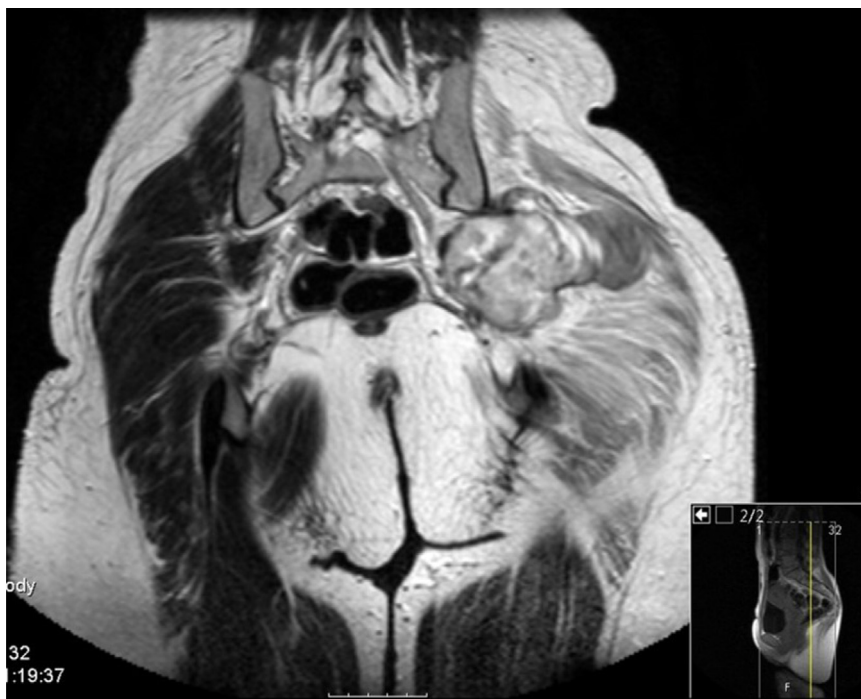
Corte coronal de RMN da bacia ponderada em T2 que identifica a lesão na região glútea esquerda.
